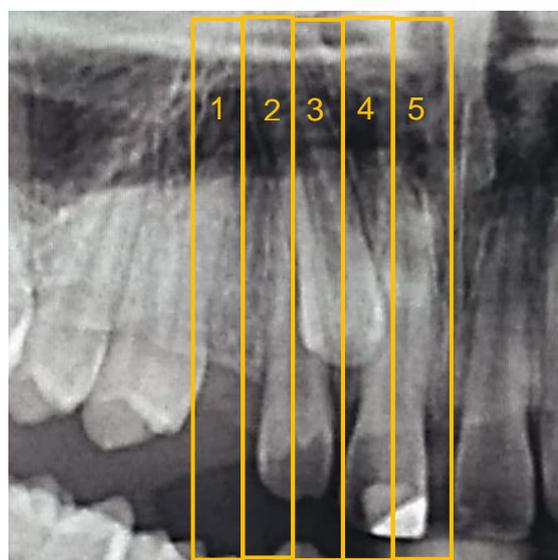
Radiografia panorâmica ilustrando canino em setores 1,2,3,4,5
